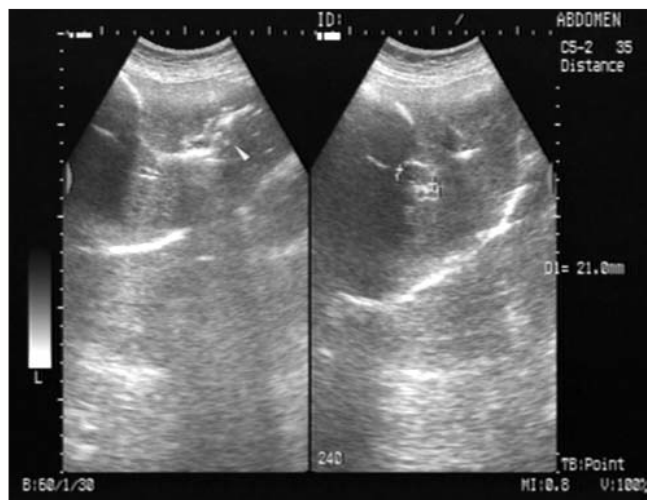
Ecografie abdominală - veziculă biliară fără conținut lichidian, cu pereți groși calcificați, placați pe calculi, calcul de 10 mm blocat în coledocul distal (obs. 1)
